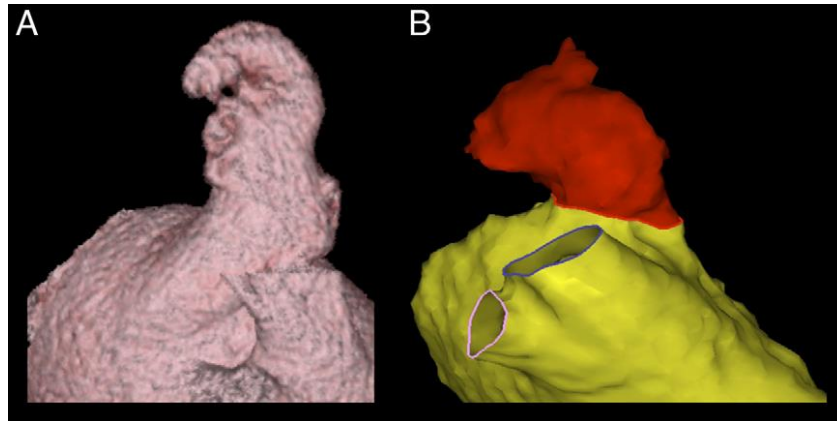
CT (A) e MRI (B) di una LAA *Windsock*
